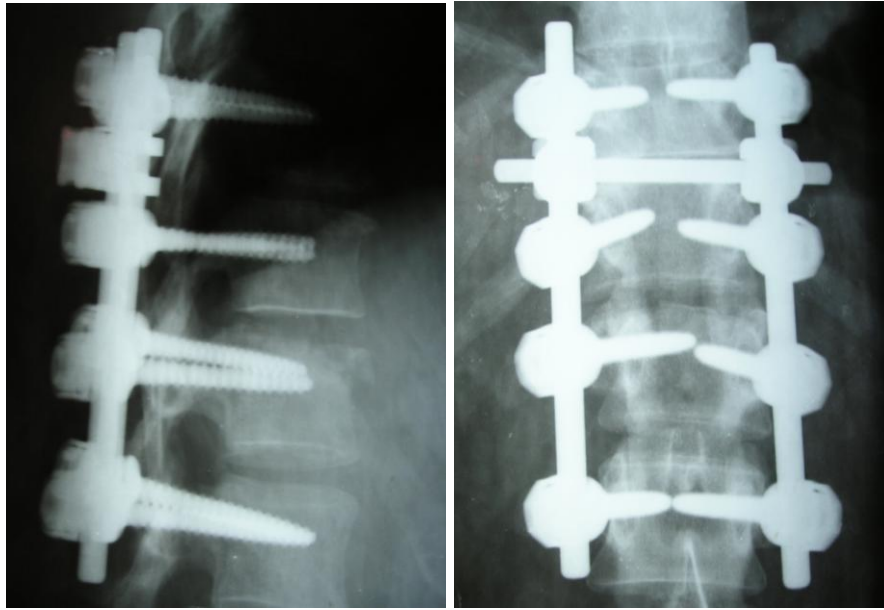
Больной Т., 45 лет, история болезни № 52557: фотоотпечатки с рентгенограмм груднопоясничного отдела позвоночника после оперативного лечения: ось позвоночника восстановлена, фиксация стабильна.
